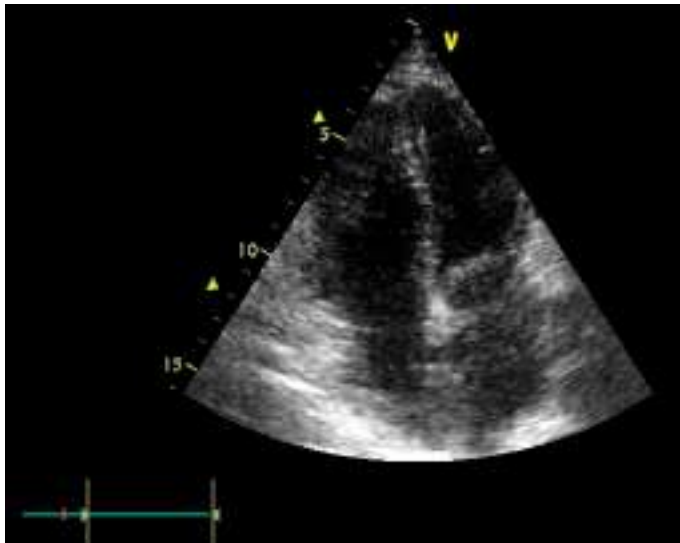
Movimiento post-quirúrgico del septo, sin datos de sobrecarga de presión o volumen. Válvulas morfológica y funcionalmente normales. Parche en Septo interauricular sin paso de flujo doppler a su través.
